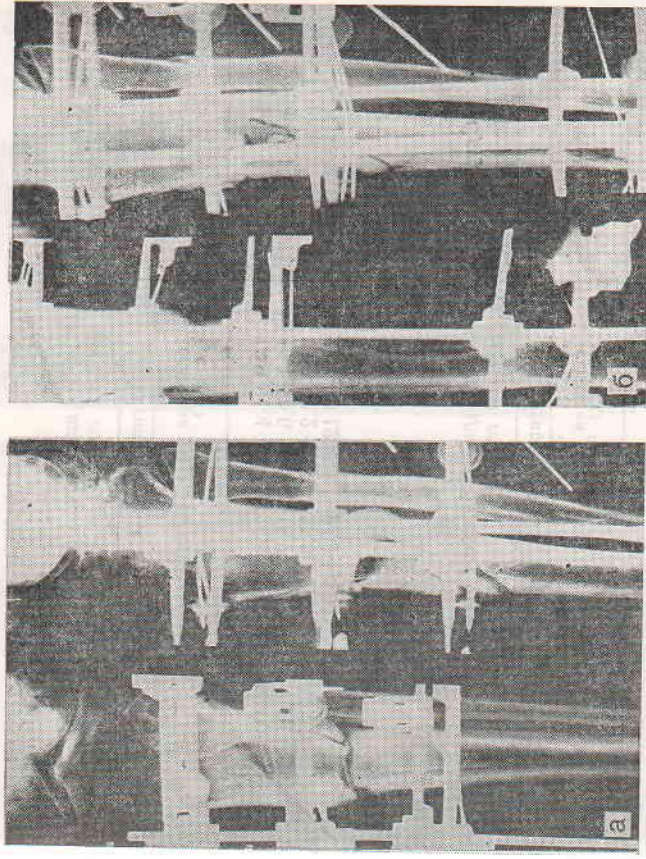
Рентгенограммы большого Т. после операции (а) и через 3 мес (б) после ЭСО.
